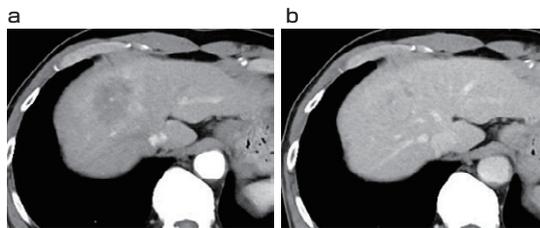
頭側腫瘍 CT所見 a 動脈相 b 遅延相
